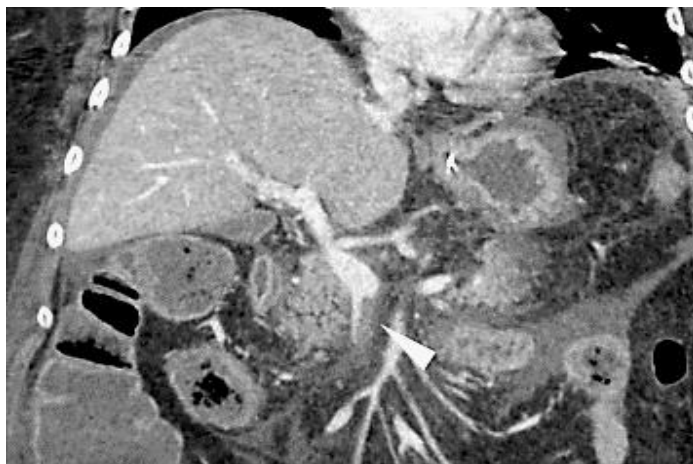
Reconstruction coronale d'une TDM abdomino-pelviennne mettant en évidence une thrombose de la veine mésentérique supérieure (15)
